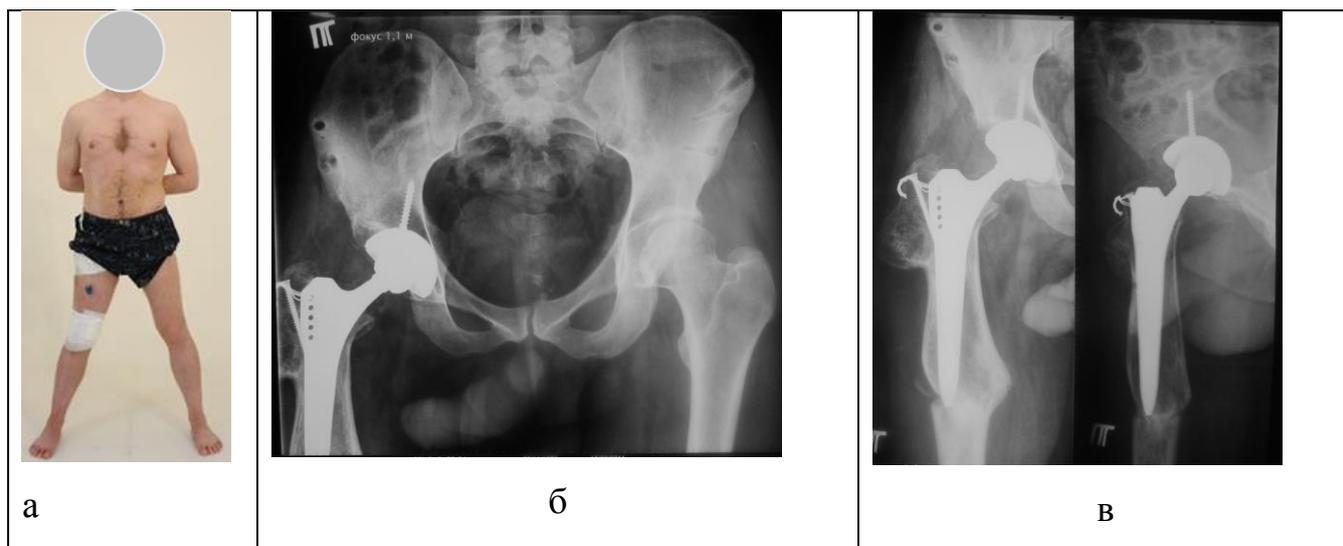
Пациент Д. 33 года (а) рентгенограмма таза (б) и рентгенограммы левого тазобедренного сустава (в) после лечения.
